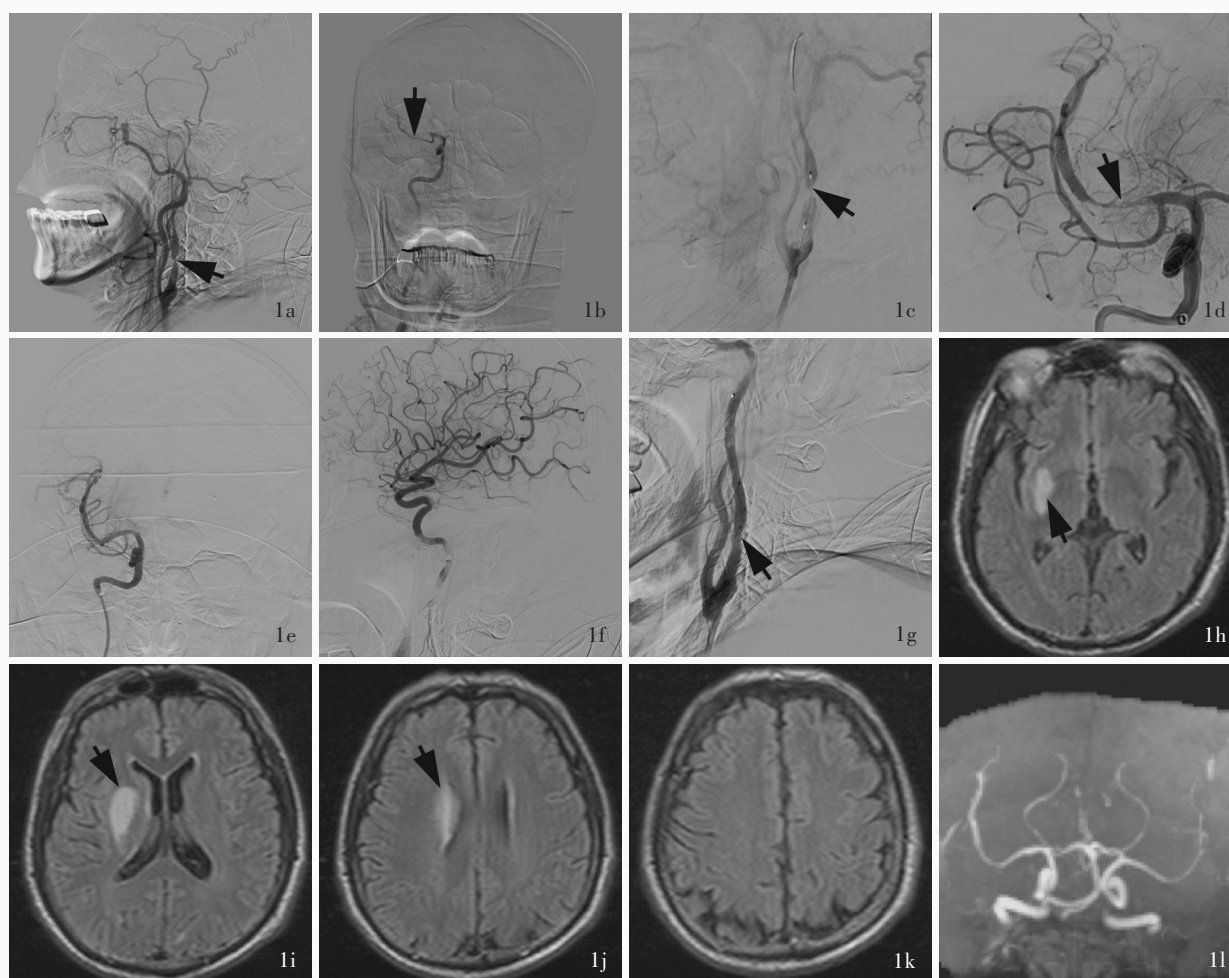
手术前后影像学所见 1a 侧位 DSA 显示右颈内动脉起始部重度狭窄(箭头所示) 1b DSA 显示右大脑中动脉 M1 段纤细(箭头所示),远端分支稀疏 1c 球囊扩张颈内动脉起始部狭窄段血管(箭头所示) 1d 于大脑中动脉行支架取栓(箭头所示) 1e, 1f 取栓后即刻恢复完全灌注,对比剂迅速充盈闭塞远端区域, mTICI 分级为 3 级 1g 于颈内动脉狭窄段植入支架(箭头所示) 1h~1k 术后第 7 天横断面 FLAIR 成像显示右侧基底节区、侧脑室旁梗死灶(箭头所示) 1l MRA 显示颈内动脉、大脑中动脉血流通畅
